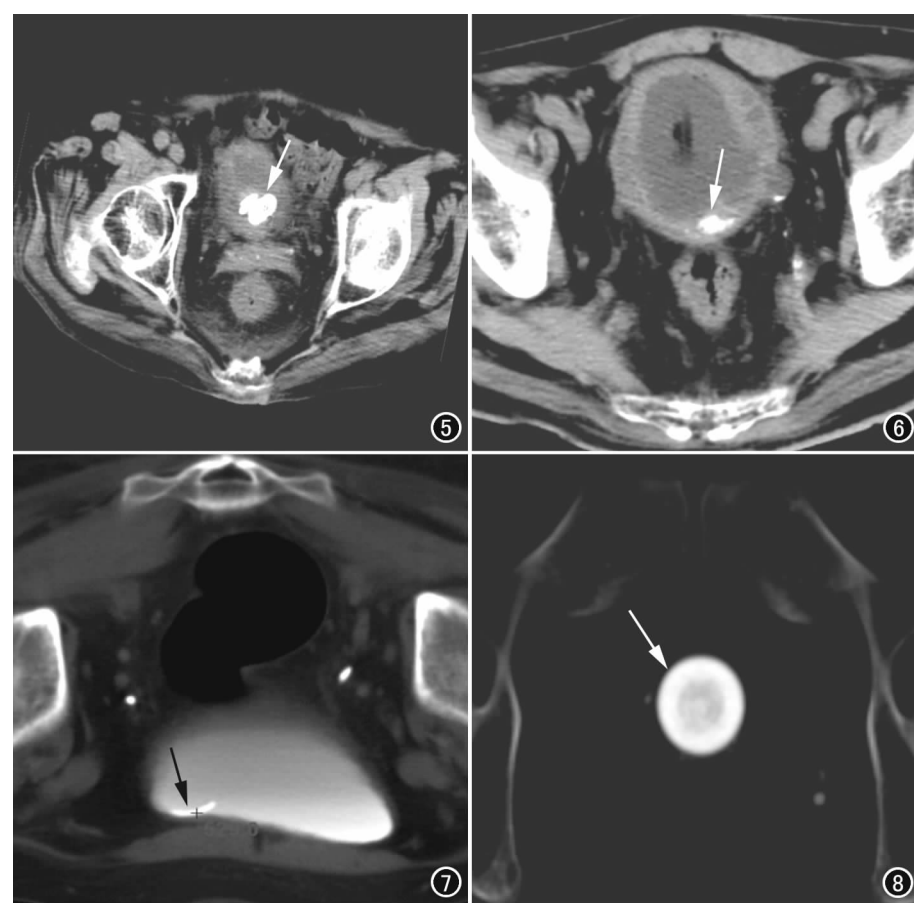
女, 80 岁, 脑梗死后卧床 18 个月, CT 平扫示多发卵圆形结石(箭)。图 6 男, 80 岁, 神经源型膀胱, 脑梗死后卧床 1 年余, CT 平扫示多枚颗粒状结石(箭)及憩室小结石。图 7 男, 28 岁, 车祸外伤后卧床 6 个月, 泌尿系造影后俯卧位 CT 扫描示弧形结石(箭)移至膀胱右前壁下, 误认为高密度异物。图 8 男, 60 岁, CT 平扫示膀胱颈部结石(箭), 可见同心环征象。
